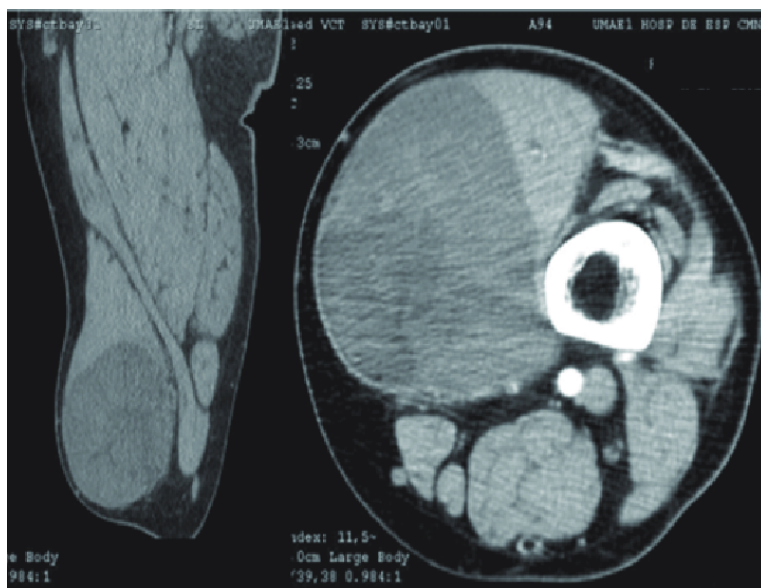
Imagen tomada por Tomografía del muslo, en cortes coronal y axial.
